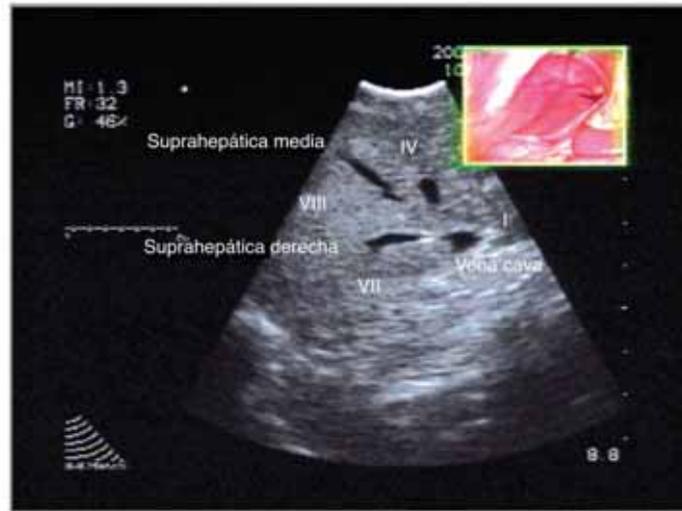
Ecografía por laparoscopia: anatomía de los segmentos VII, VIII, IV y I. Confluencia venas suprahepáticas en la vena cava inferior.
